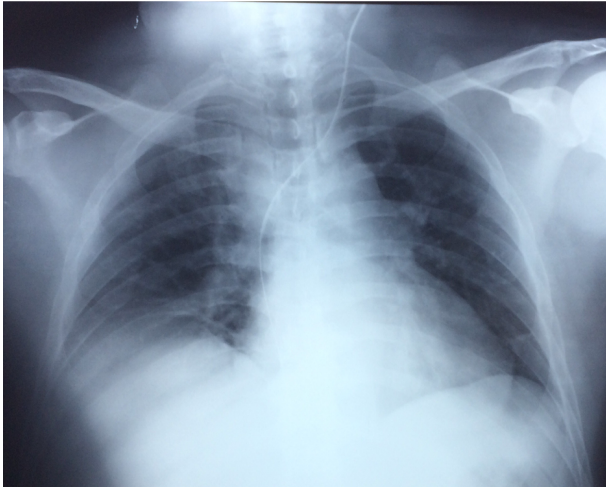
Radiografía de tórax con catéter venoso yugular izquierdo con guía metálica en su interior que llega a vena cava inferior.
